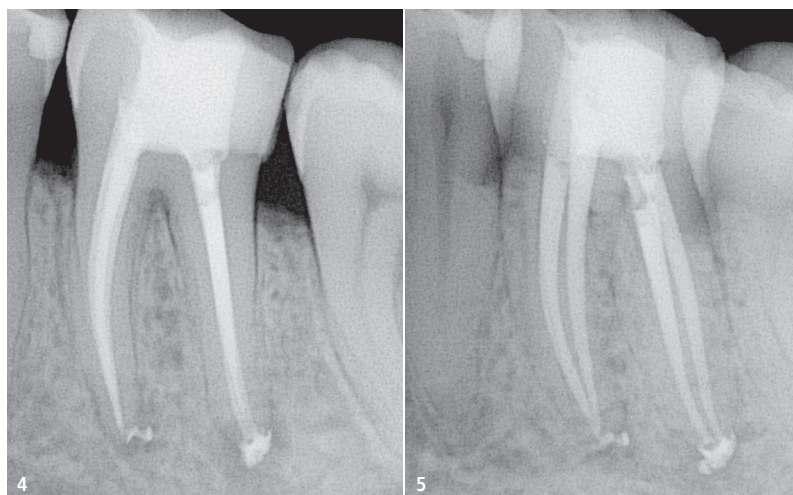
Postoperative Röntgenaufnahmen.
